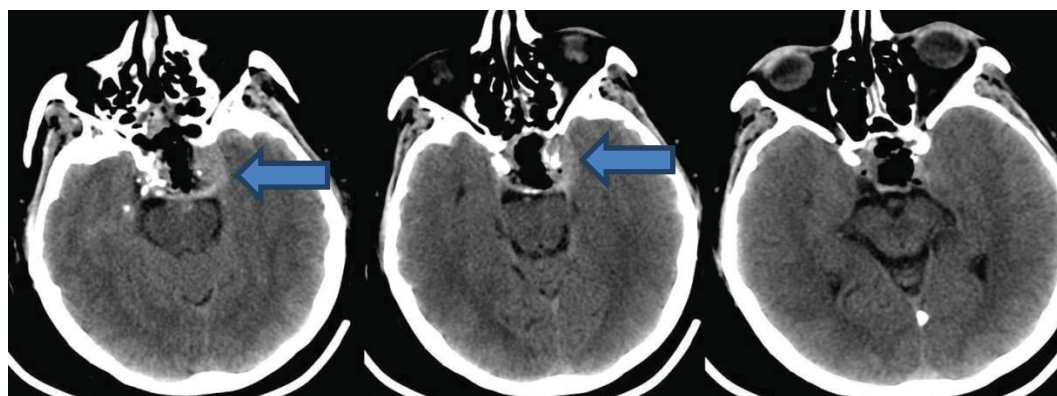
СКТ головного мозга после операции. Визуализируется остаток опухоли в области правого кавернозного синуса (указано стрелкой)
